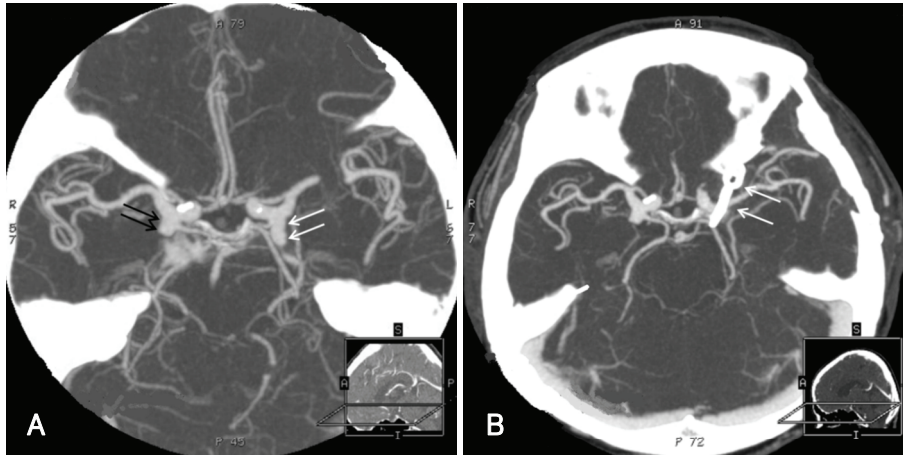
Pre and postoperative CT angiography of the posterior communicating artery aneurysm. A 6 mm sized posterior communicating artery aneurysm was found on the left side (A)(white arrows), and a smaller size aneurysm was also found on the right side (A)(black arrows). The left side aneurysm was clamped with a clip (B)(white arrows).
